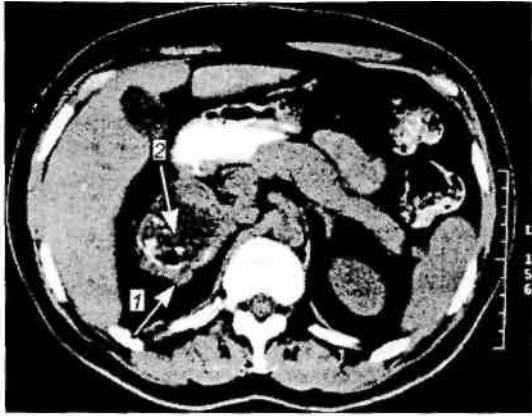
Феохромоblastoma надпочечника. Компьютерная томограмма.
